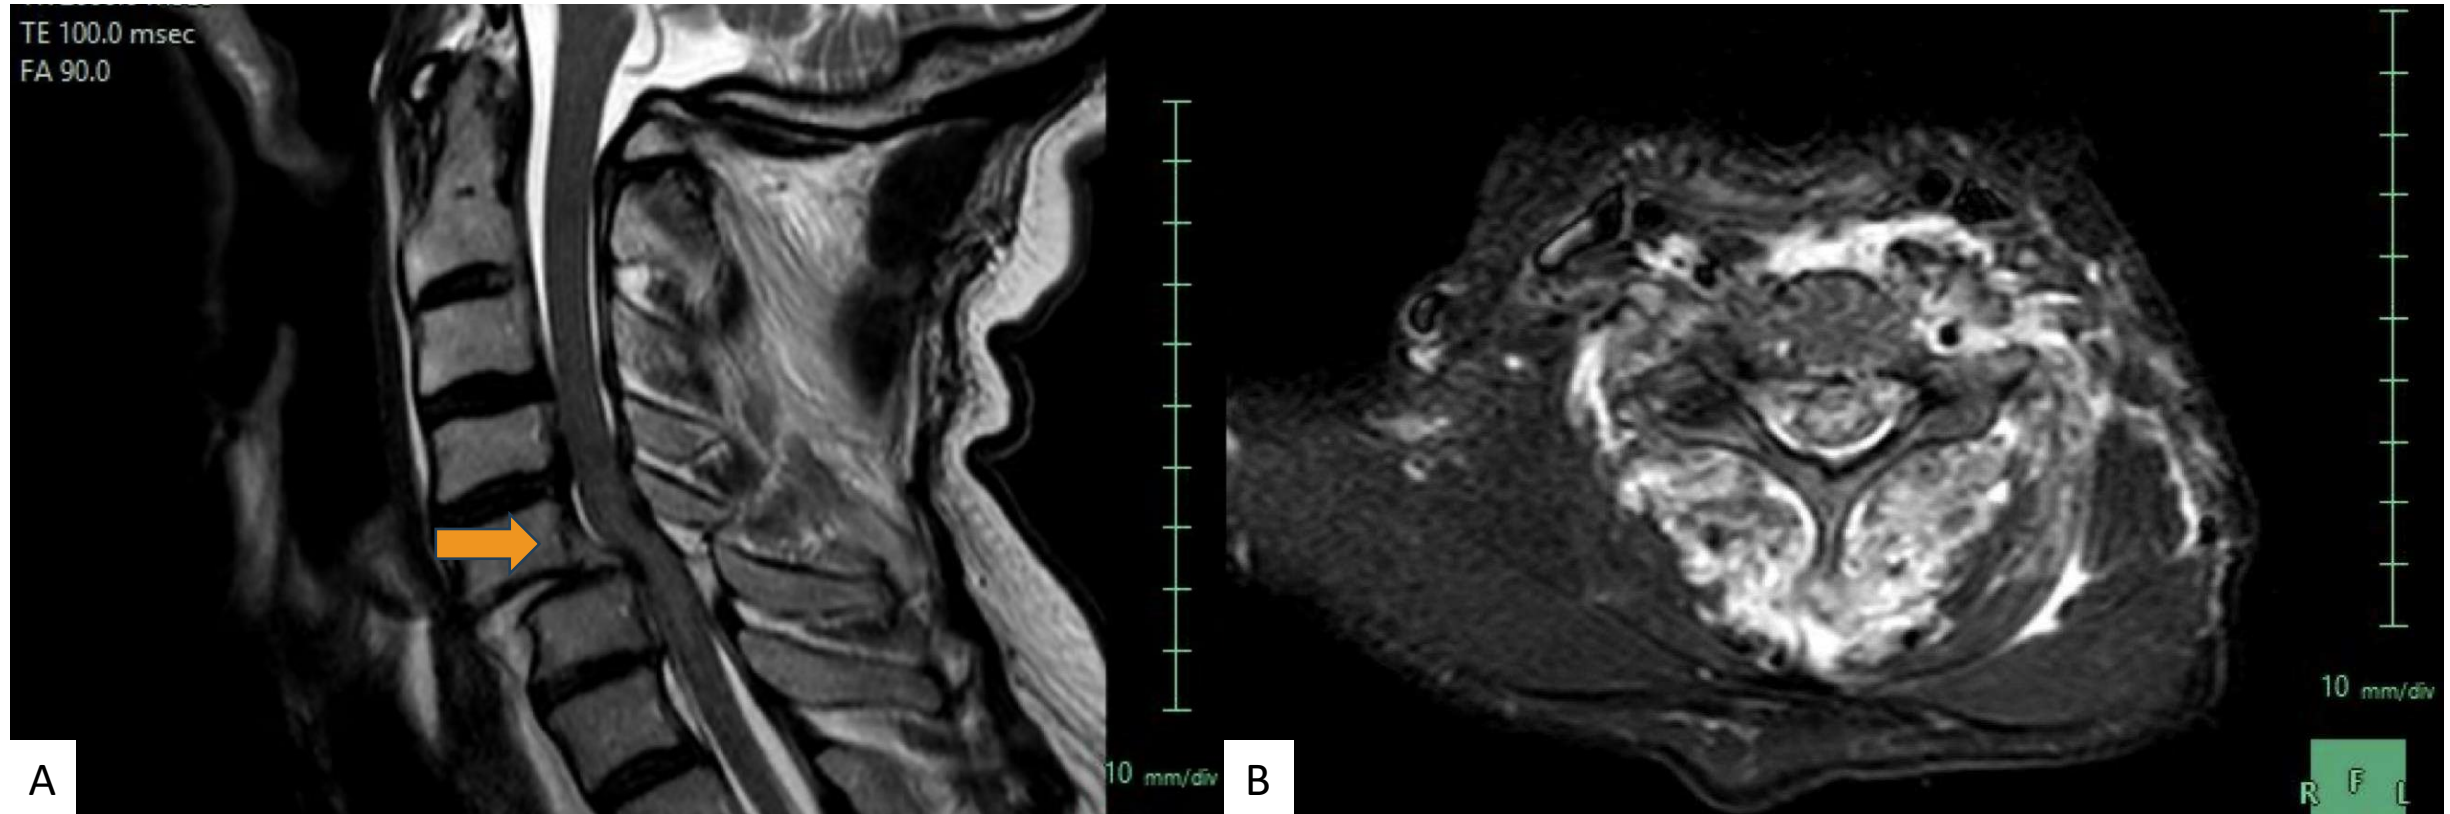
RM cervical. En la imagen A (corte sagital STIR) se observa una retropulsión del cuerpo vertebral C6 (flecha) que condiciona una compresión medular y alteración de señal medular que se extiende desde C3 hasta C4-C5. En la imagen B (corte axial STIR) apreciamos alteración de la señal medular de predominio central. Asocia edema de la musculatura paraespinal posterior y de los tejidos blandos anteriores.
